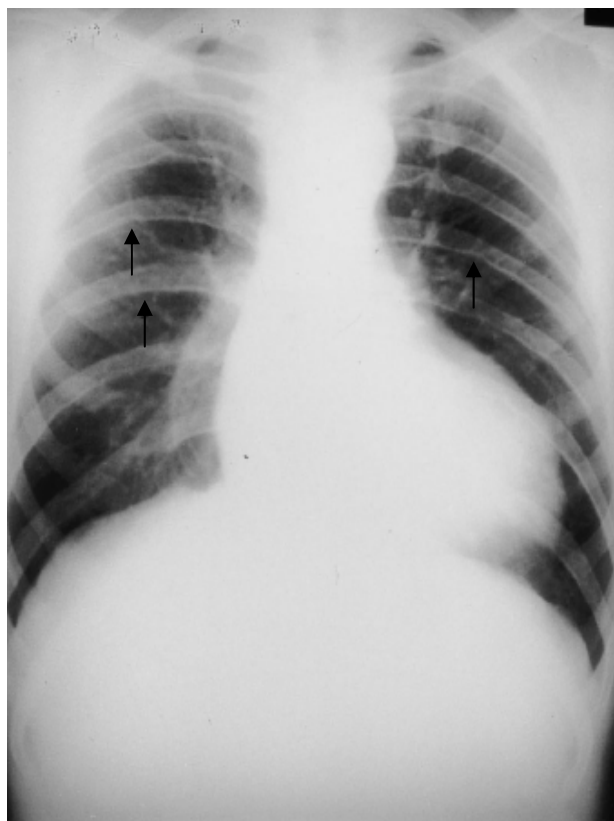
[19]: La radiographie du thorax de face objective une cardiomégalie avec des encoches costales (petites flèches) chez un jeune âgé de 21 ans porteur d'une coarctation de l'aorte.
